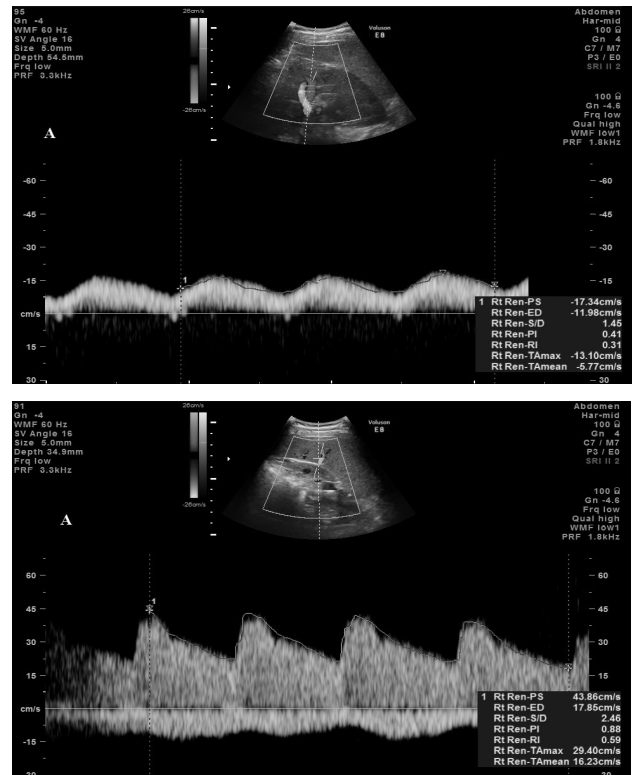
Parametrii dopplerografici la nivelul arterei și venei lienale în normă
